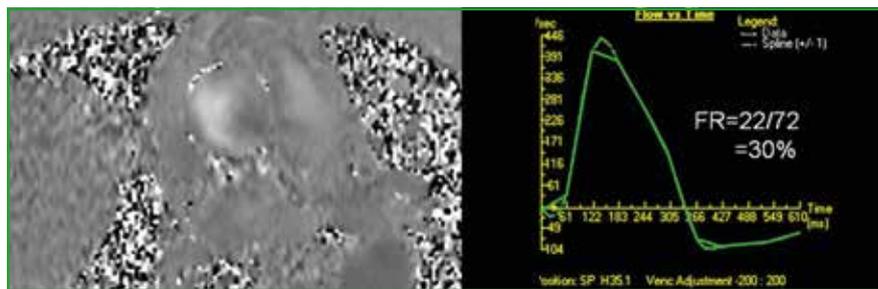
Quantification d'une insuffisance aortique en IRM en utilisant une séquence de flux. La courbe verte représente le flux aortique antérograde et rétrograde (insuffisance aortique), ce qui permet de calculer la fraction de régurgitation (FR).
